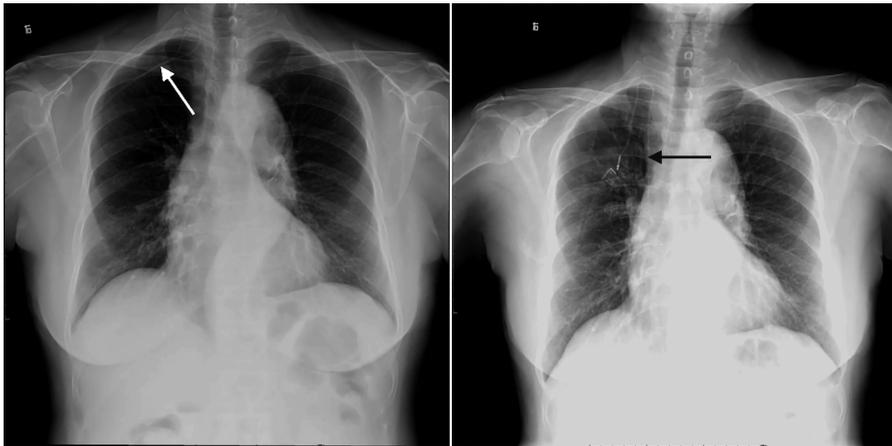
胸部X线示导管末端位于锁骨下静脉(箭 图4 胸部X线示重新置管后导管末端位于上腔
